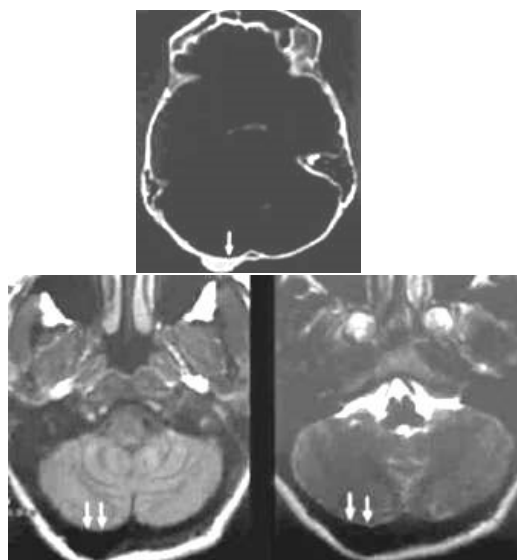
Зовнішня компактна остеома. КТ і МРТ T1-, T233 в аксіальній площині – класична картина утворення на зовнішній пластинці потиличної кістки під час КТ і під час МРТ (у вигляді втрати сигналу від кісткової тканини на всіх імпульсних послідовностях).
